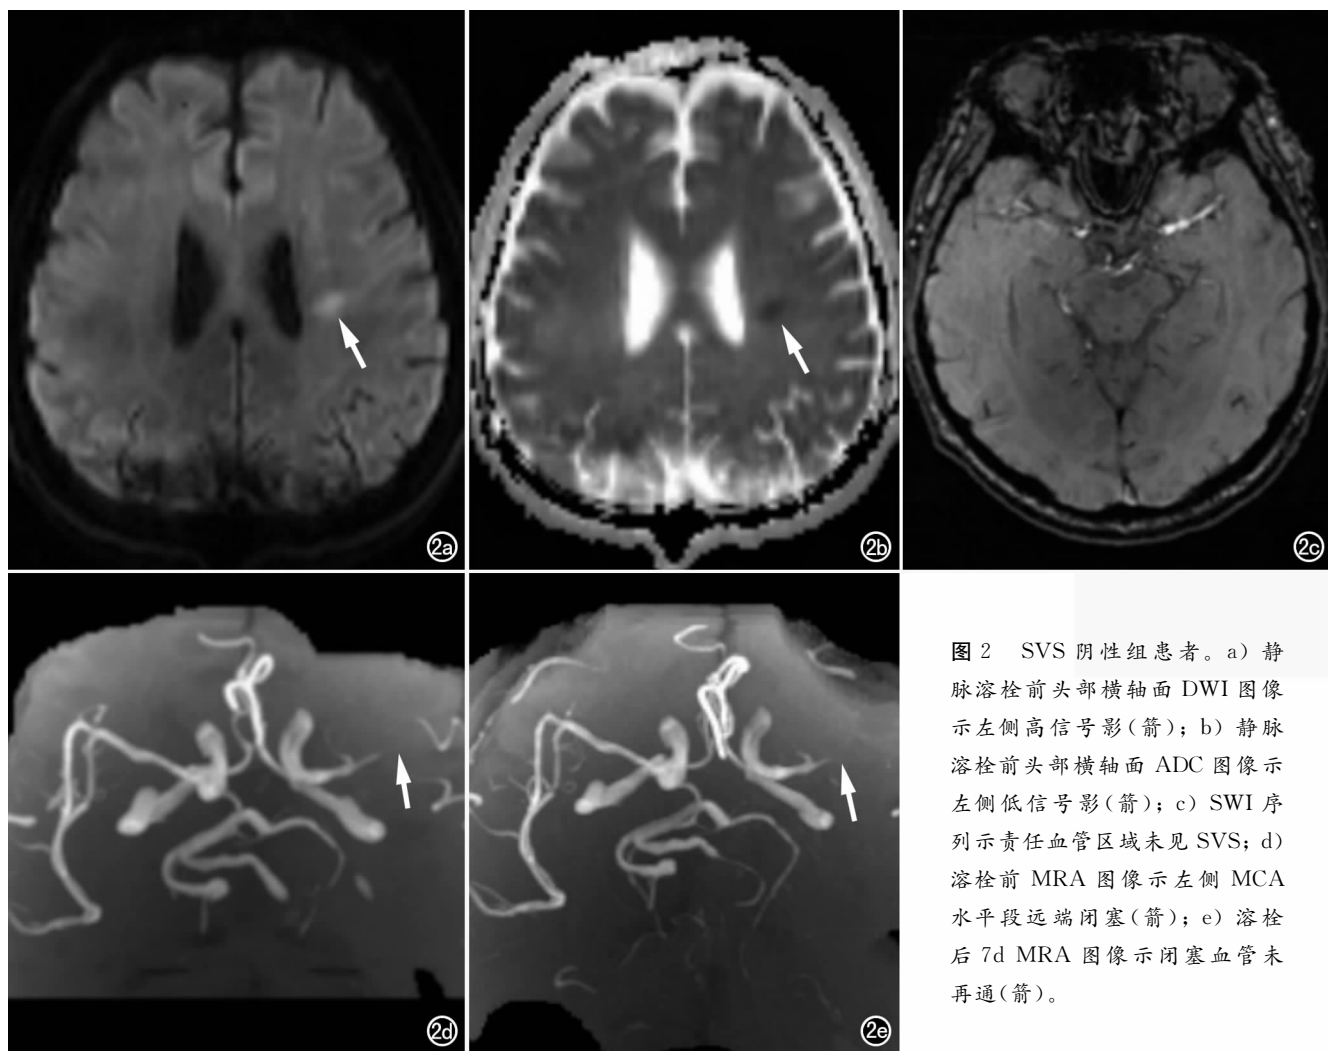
SVS 阴性组患者。a) 静脉溶栓前头部横轴面 DWI 图像示左侧高信号影(箭); b) 静脉溶栓前头部横轴面 ADC 图像示左侧低信号影(箭); c) SWI 序列示责任血管区域未见 SVS; d) 溶栓前 MRA 图像示左侧 MCA 水平段远端闭塞(箭); e) 溶栓后 7d MRA 图像示闭塞血管未再通(箭)。
